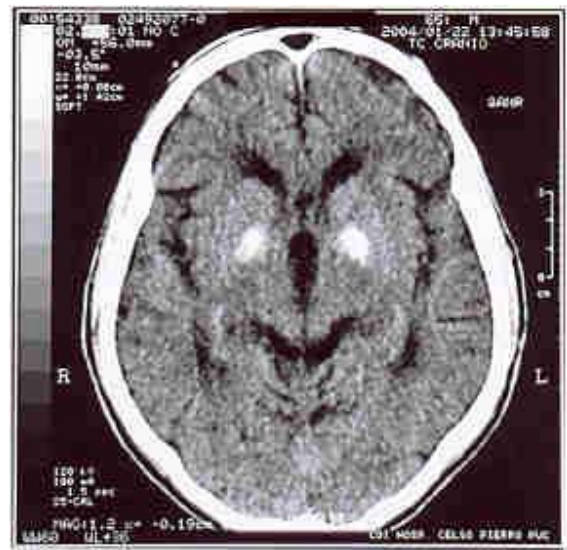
Tomografia computadorizada de crânio: calcificações simétricas dos globos pálidos e discreto alargamento difuso de espaços subaracnóides.
